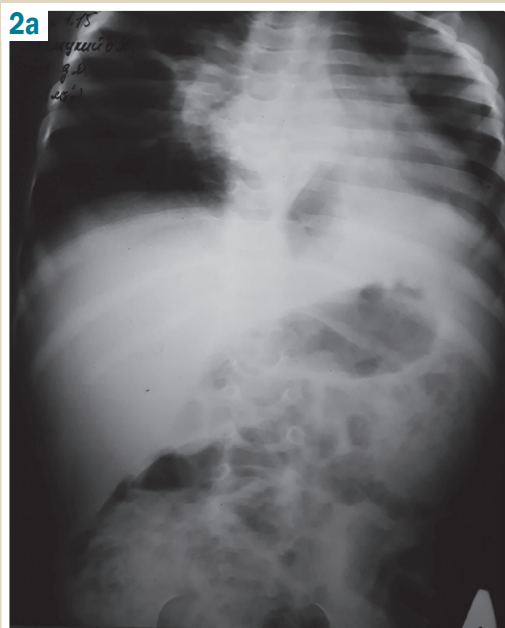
Рентгенологічне обстеження грудо-поперекового відділу хребта при надходженні в стаціонар:
